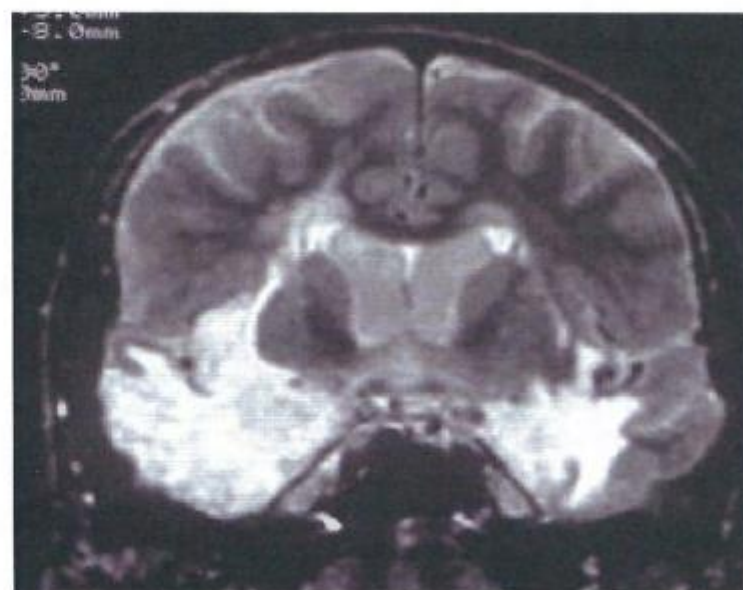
Imagen de RM donde se aprecia la afectación temporal bilateral de un paciente con meningoencefalitis vírica. Se respeta característicamente el núcleo lenticular.
